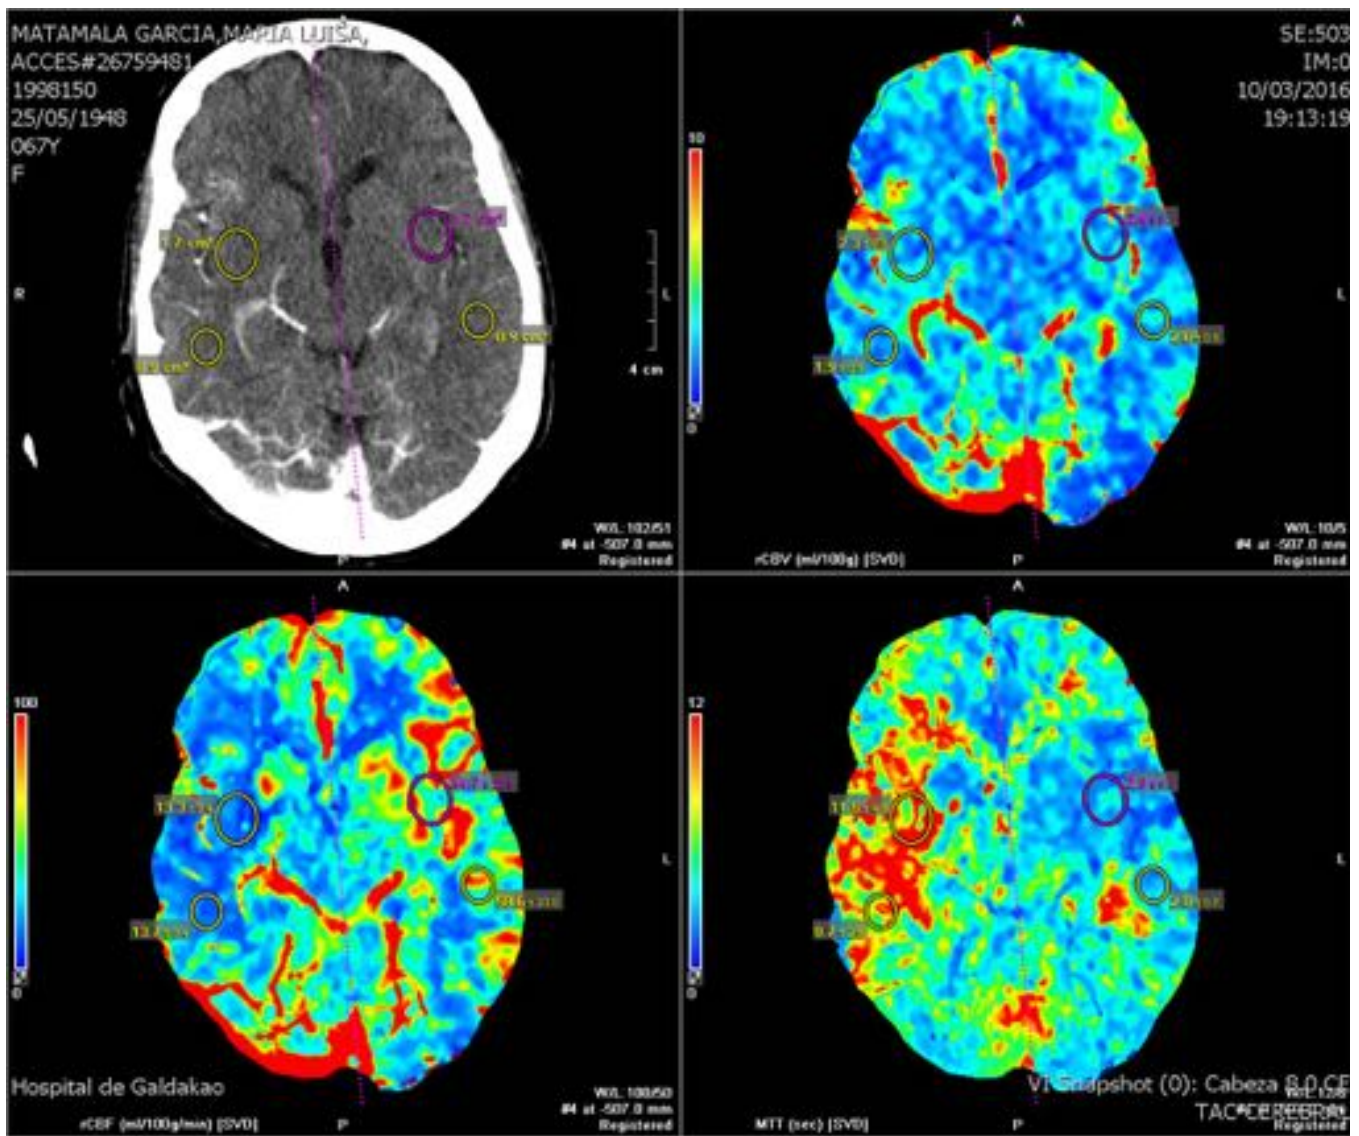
TC perfusión: área de penumbra fronto-temporal dcha con pequeña zona de infarto establecido temporal
